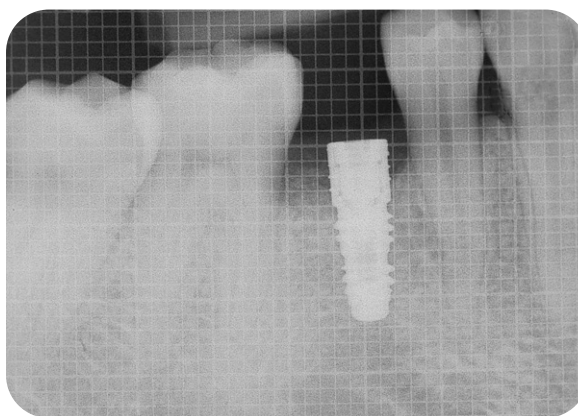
임플란트 식립 후 치근단 방사선사진
